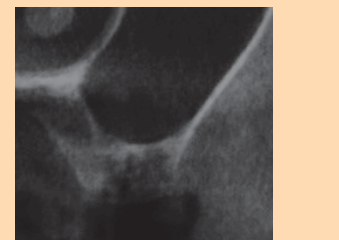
左上第二小臼歯部、インプラント手術前CT像
